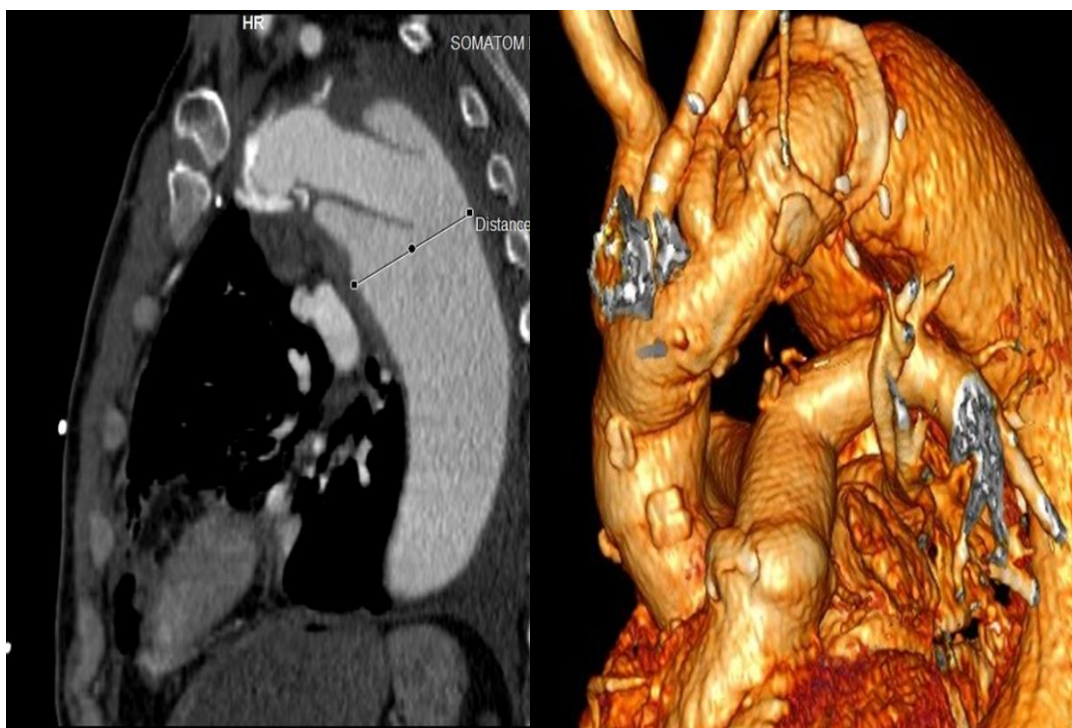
КТ реконструкция после операции.
